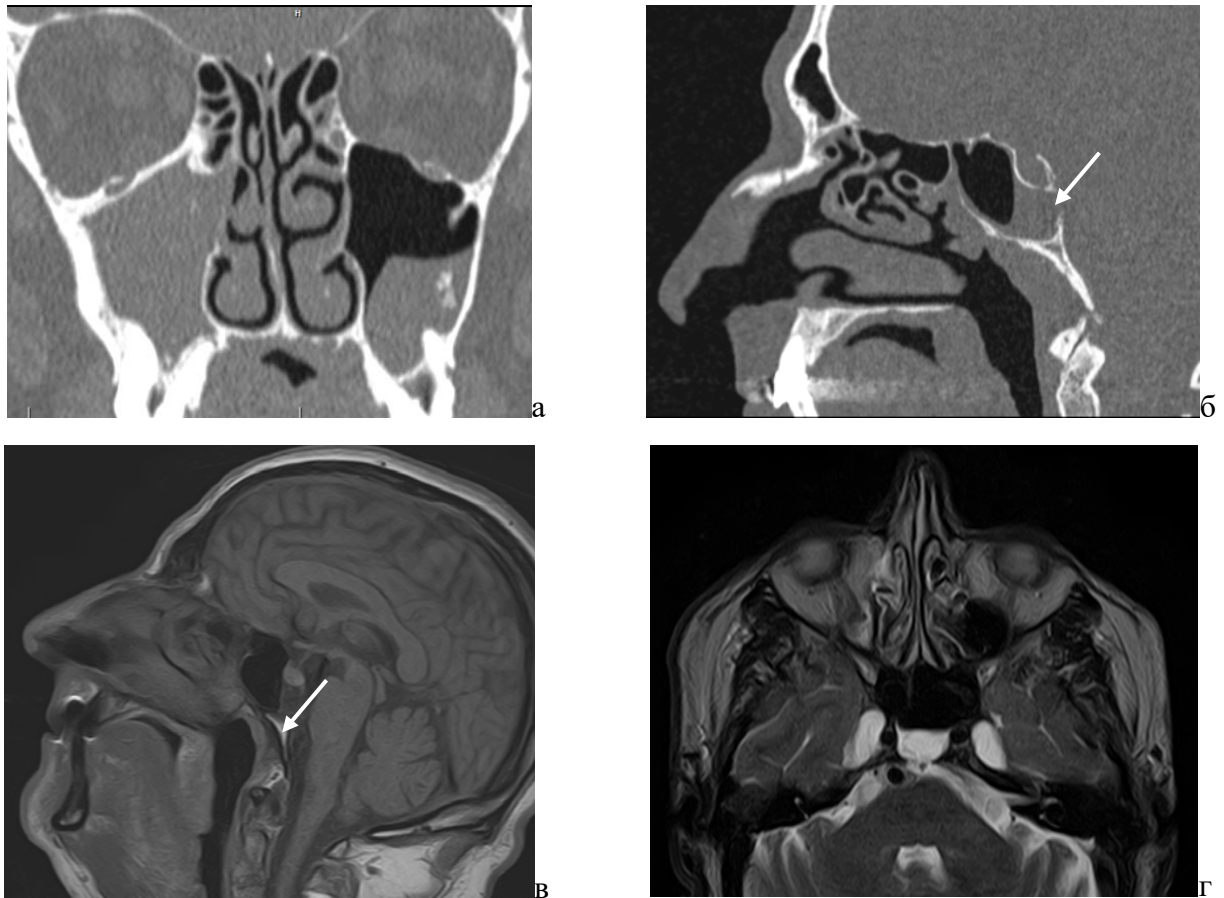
КТ околоносовых пазух: а - фронтальная проекция, двусторонний верхнечелюстной синусит; б - сагиттальная проекция, дефект задней стенки клиновидной пазухи. МРТ: в – сагиттальная проекция (Т1-режим), дефект задней стенки клиновидной пазухи (указано стрелкой), г - аксиальная проекция (Т2 режим), уровень жидкости в клиновидной пазухе
